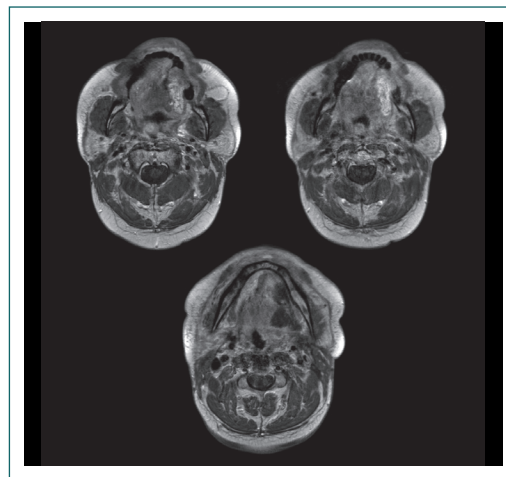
RM collo alla diagnosi: lesione del margine linguale sinistro, adenopatie satelliti
